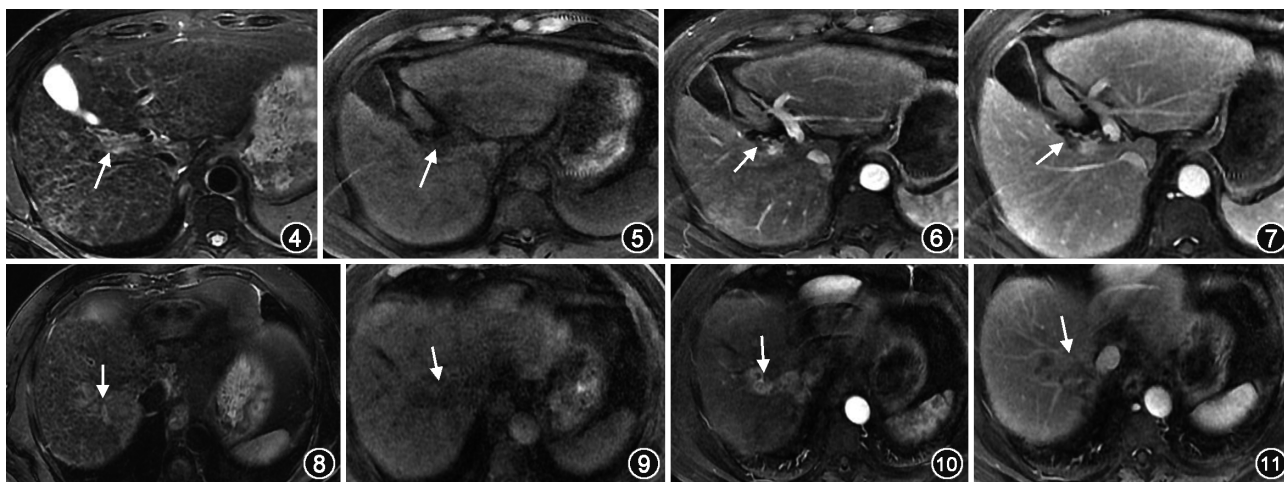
~7 原发性肝细胞肝癌门静脉右前支癌栓。患者男性,52 岁,上腹不适 1 个月。MRI 检查 T₂WI(图 4)门静脉右前支内稍高信号(↑); T₁WI(图 5)病变呈低信号(↑);动脉期(图 6)病变内轻度不均匀强化(↑);门脉期(图 7)见管腔内的充盈缺损影(↑) 图 8~11 肝中静脉癌栓(与图 4~7 为同一病例)。MRI 检查 T₂WI(图 8)肝中静脉扩张,其内见条状稍高信号(↑);T₁WI(图 9)呈低信号(↑);动脉期(图 10)异常强化(↑);门脉期(图 11)呈充盈缺损改变(↑)
